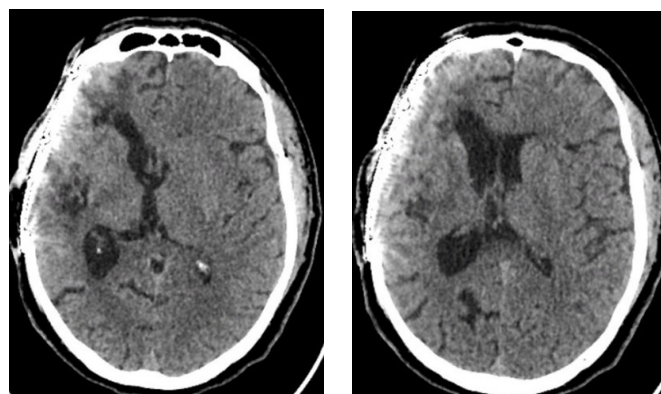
МСКТ головного мозга пациента Б., 10-е сут. после пластики дефекта черепа
